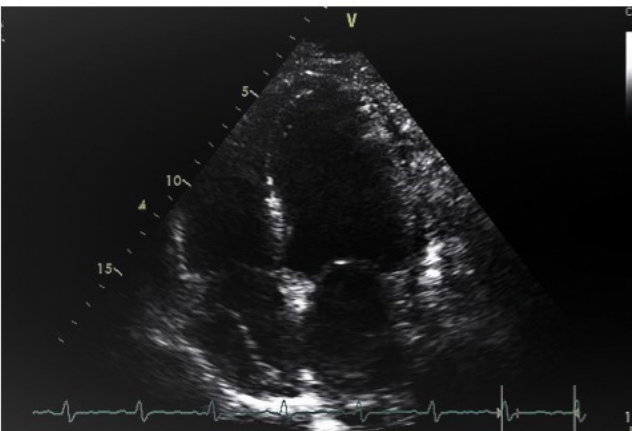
Paciente con COVID-19 donde se evidencia en el eco 2-D en la aproximación apical cuatro cámaras, derrame pericárdico con colapso de la aurícula derecha. A la derecha en la tomografía de tórax se puede denotar a nivel pulmonar un patrón en vidrio deslustrado, derrame pleural y patrón empedrado característico de la infección por COVID-19.
